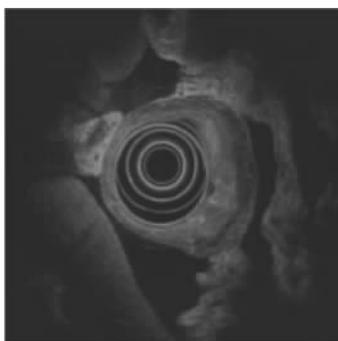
POEMS 综合征超声胃镜下胃壁浸润性病变图像
